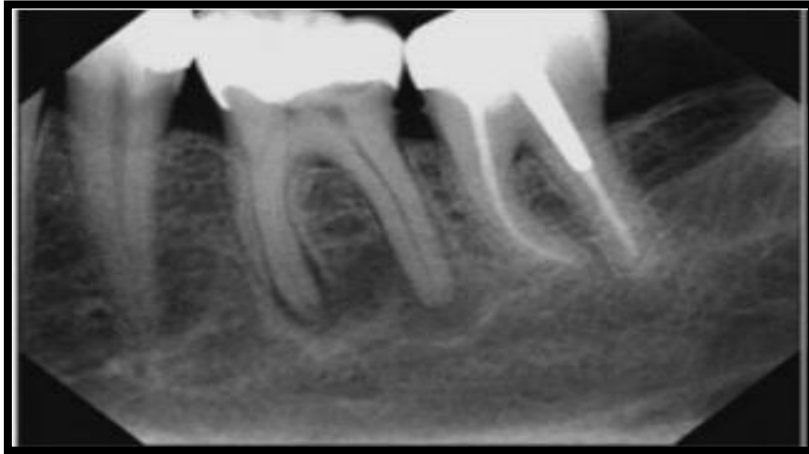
Radiographie préopératoire montrant la lésion de molaire [23].
